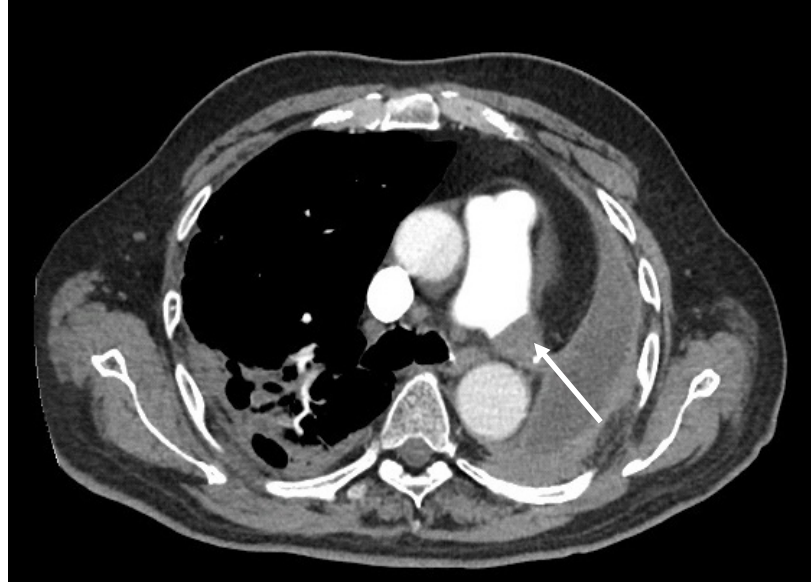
1 no'lu hastanın BT görüntüsü (sağ ana pulmoner arter güdüğünde trombüs)
